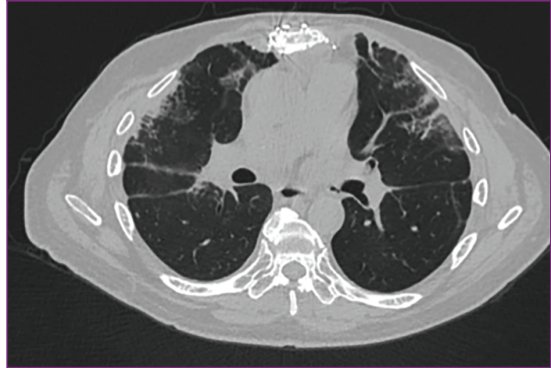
Nakilden sonra bilgisayarlı tomografi. Sağ akciğerde hastanın idiyopatik pulmoner fibröz (İPF) tanısıyla uyumlu balpeteği ve diffüz interstisyel infiltrasyon; nakil yapılmış sol akciğer normal (Dr. Remzi Bağ arşivinden).
